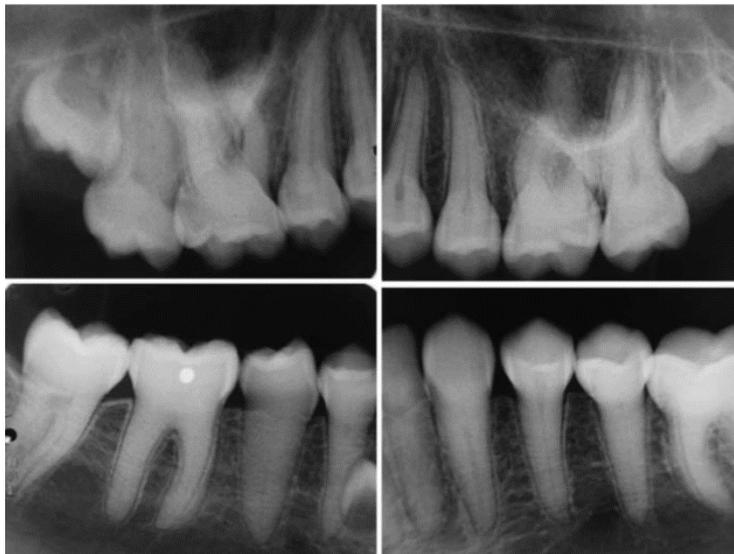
Radiographies rétro-alvéolaires mettant en évidence la constriction cervicale et l'oblitération pulpaire des dents atteintes de DI de type I (17).
